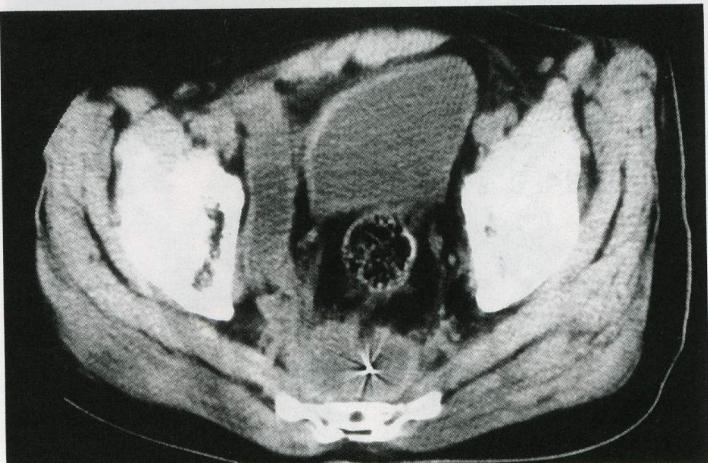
Under CT guidance, 21-gauge Chiba needle was inserted by transperineal approach into the presacral abscess.
